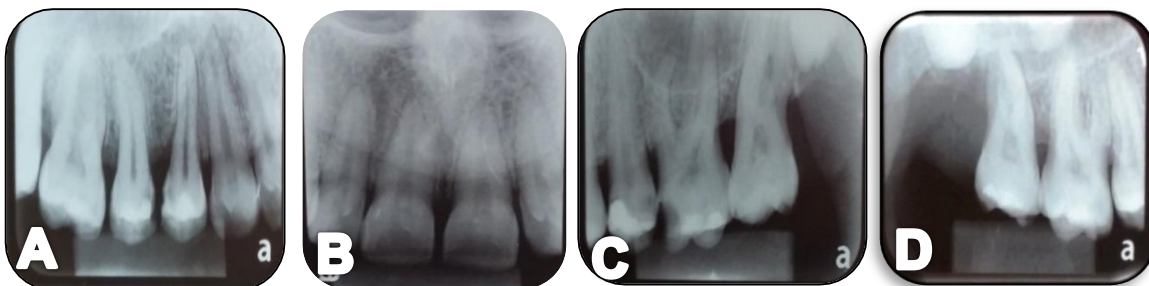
Radiografias Periapicais Iniciais da Arcada Superior (01/05/2015). A: pré-molares e molares; B: incisivos centrais e laterais; C: molares da arcada superior direita; D: molares da arcada superior esquerda.
